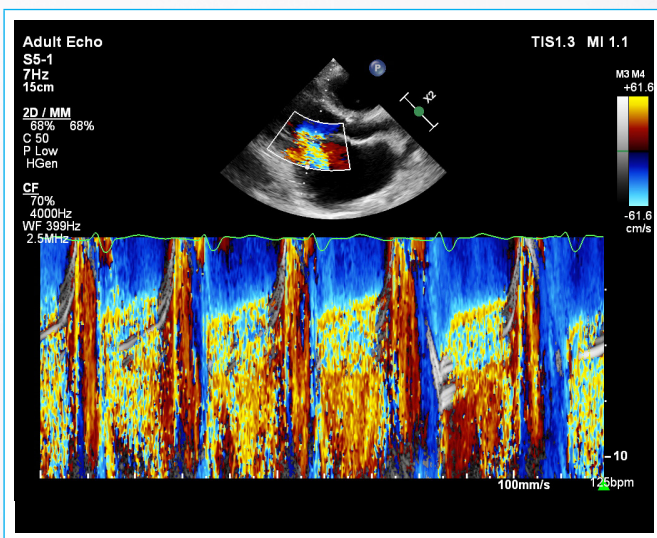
Modo M con *doppler* color. Se observa insuficiencia mitral (IM) severa (holosistólica).
